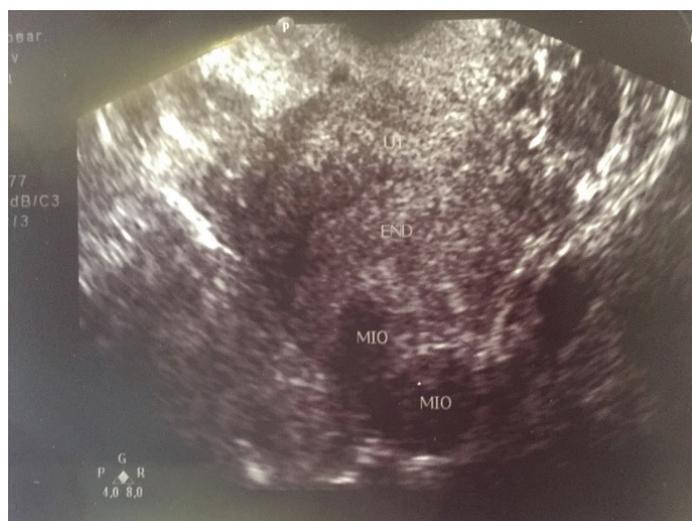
УЗИ пациентки до лечения
